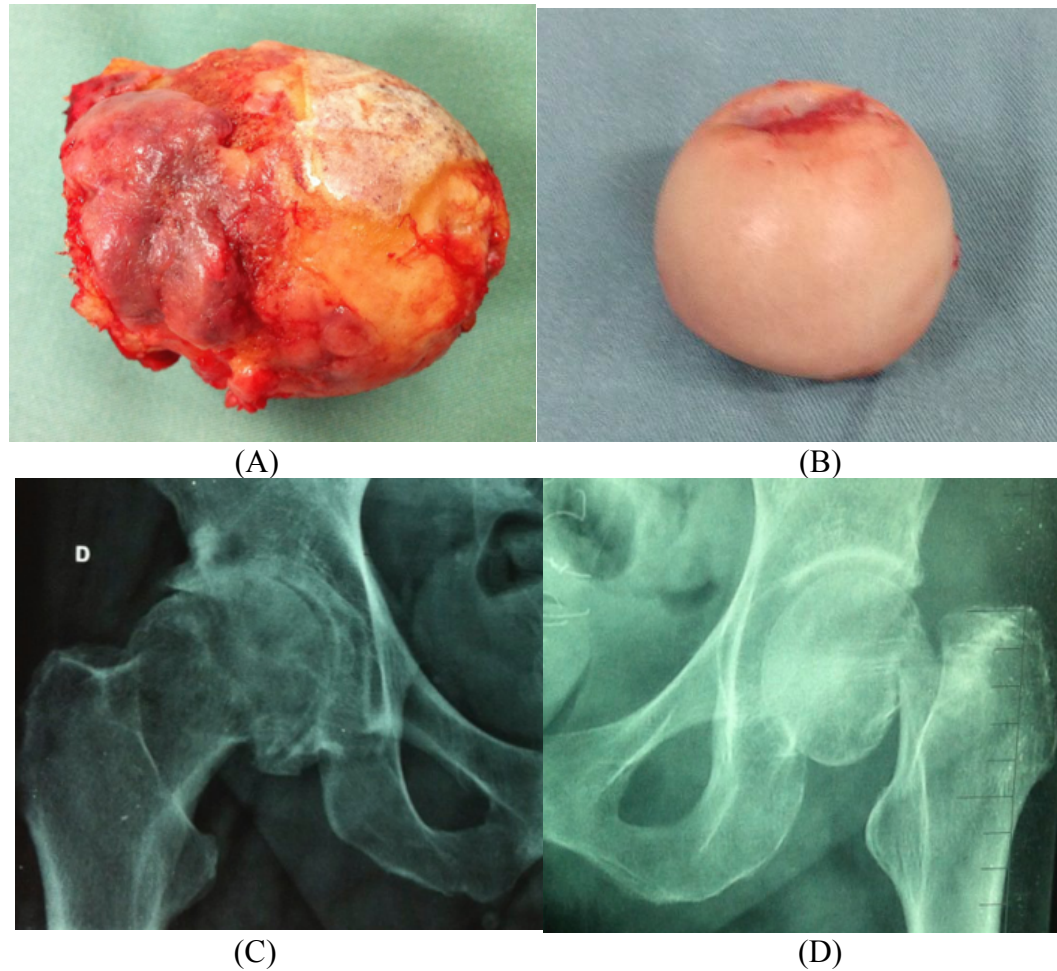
Visualização comparativa entre coxartrose (primeira coluna) e fratura do colo femoral (segunda coluna): (A) cabeça femoral com artrose; (B) cabeça femoral com fratura do colo; (C) radiografia mostrando osteoartrose do quadril e (D) com fratura do colo femoral.
